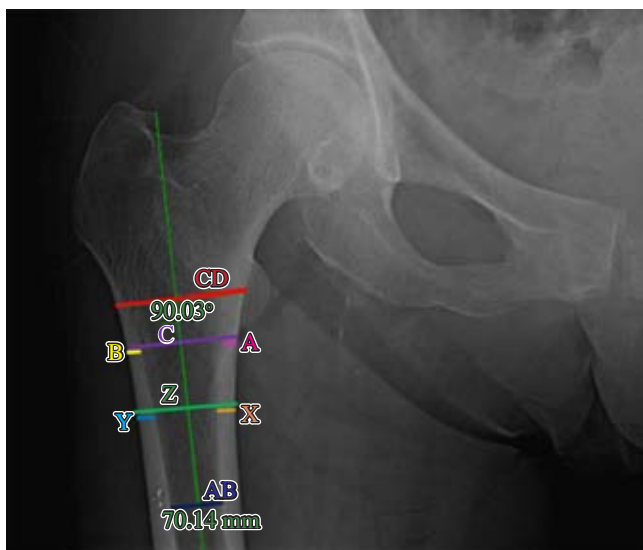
Radiografía anteroposterior de pelvis con medidas para el cálculo del índice morfológico cortical, $IMC = CD/(A+B)$, el índice cortico-metafisario, $ICM = (A+B)/C$, y el índice corticodiafisario, $ICD = (X+Y)/Z$; la línea verde longitudinal es el eje femoral de referencia anatómica para estandarizar las mediciones.
